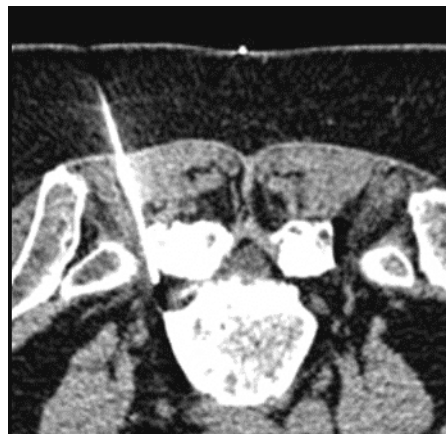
CT-gezielte periradikuläre Infiltration der Nervenwurzel L5 links (CT und MRT Institut Dr. Rachinger)
